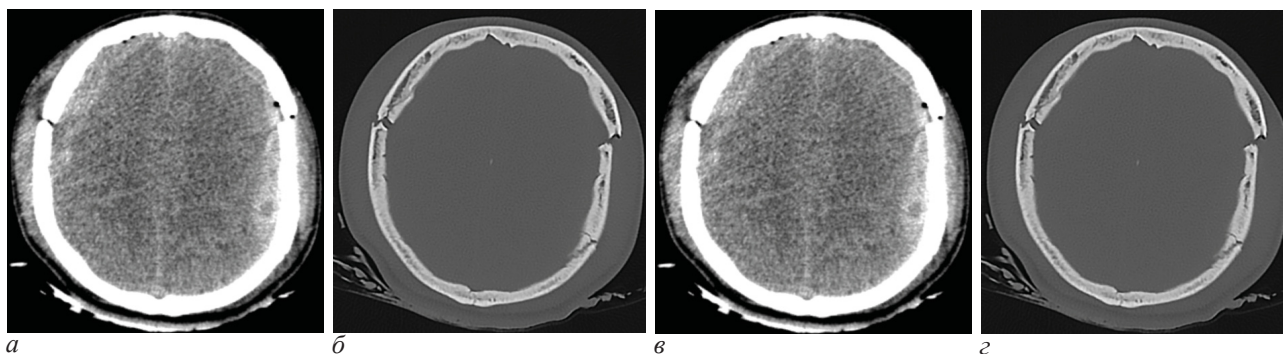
Клиническое наблюдение 3. Контрольное МСКТ-исследование – на следующий день после операции: а – мягкотканый режим; б – костный режим; через 7 дней: в – мягкотканый режим; г – костный режим
